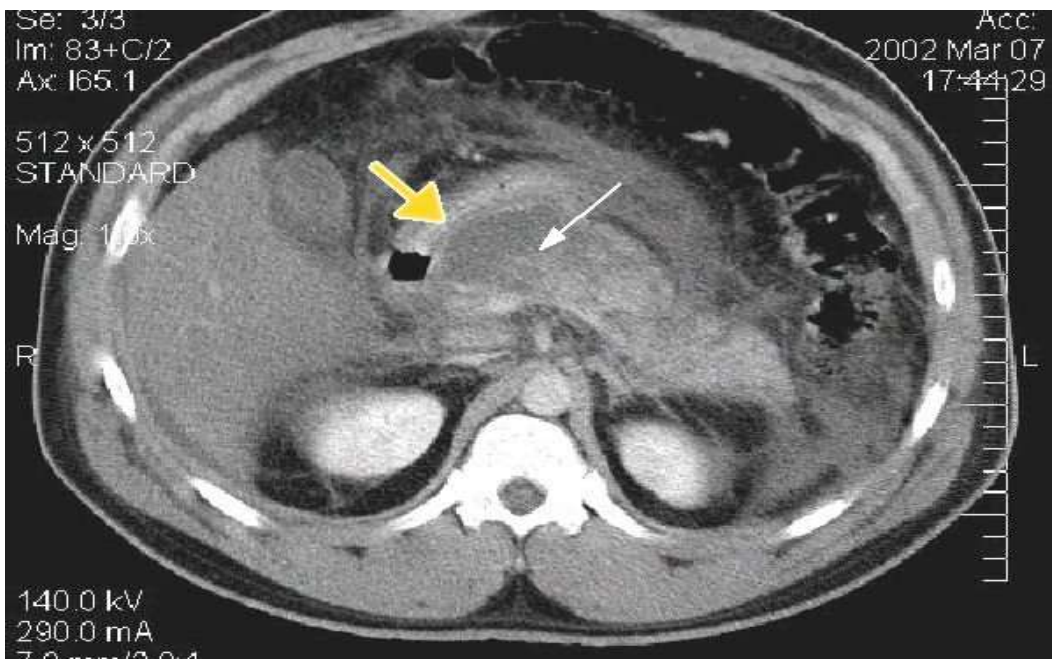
КТ. Ознаки деструкції підшлункової залози
